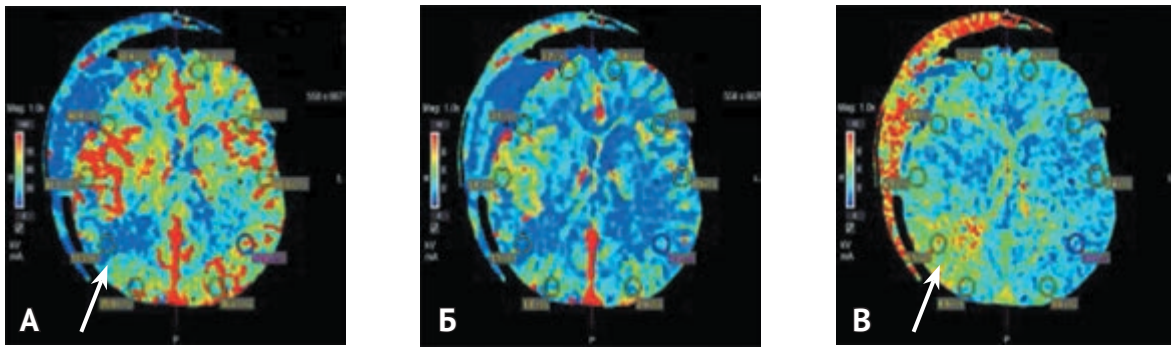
КТ-перфузия у пациента со вторичными ишемическими изменениями при ушибе головного мозга. А — цветная CBF-перфузионная карта. Отмечается локальное снижение объемной скорости мозгового кровотока (CBF) в правых височной и затылочной долях головного мозга (указано стрелкой); Б — цветная CBV-перфузионная карта. Отмечается снижение церебрального объема крови (CBV) в правых височной и затылочной долях в два раза по сравнению с противоположной стороной (указано стрелкой); В — цветная MTT-перфузионная карта. В правых височной и затылочной долях за счет ангиоспазма отмечается увеличение среднего времени транзита крови (MTT) (указано стрелкой).
